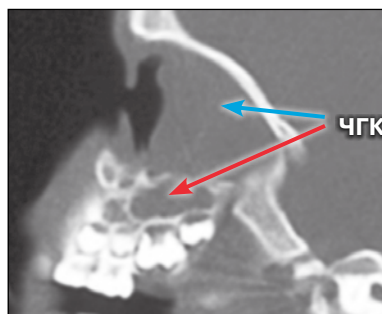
Челюстно-глазничный комплекс в парасагиттальной проекции. КТ, возраст 4,5 года
